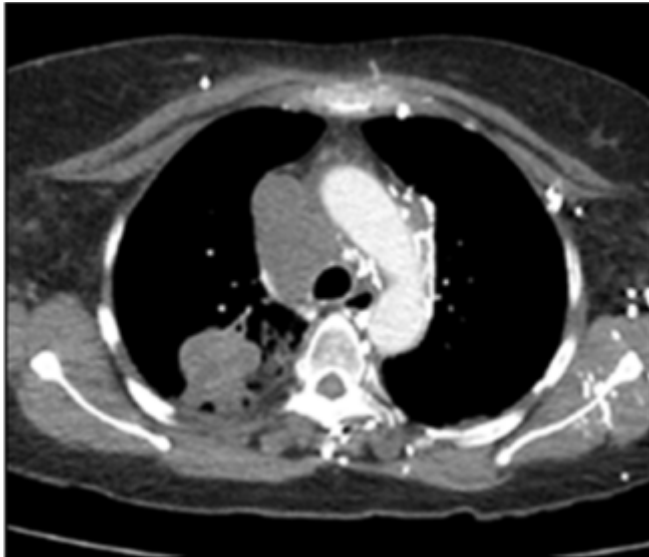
Adenocarcinoma: paciente femenino de 52 años, ex-tabaquista severa, es derivada por presentar tos hemoptoica de un mes de evolución. TC: Masa lobulada, con realce heterogéneo al contraste EV, en segmento apical del lóbulo inferior derecho rodeada de patrón en vidrio esmerilado. A nivel del mediastino se puede visualizar adenomegalia.
